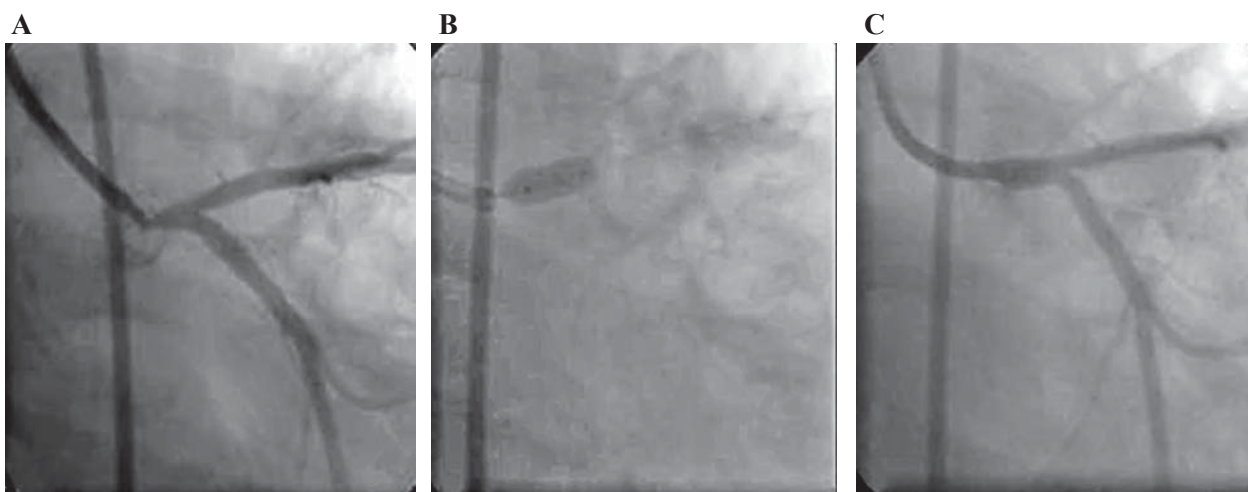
Stentarea leziunii ostiale de trunchi comun coronarian stâng. A. La angiograma coronariană stângă se vizualizează o stenoză ostială critică de TC. B. Poziționarea stentului cu prolabarea de aproximativ 1-2 mm în aortă. C. Angiograma finală – fără stenoze reziduale
